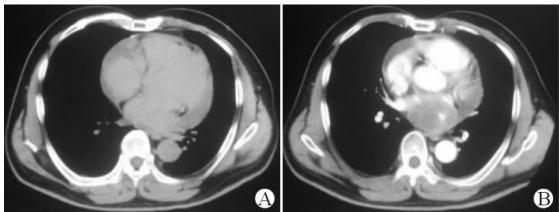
原发性心包血管肉瘤典型病例的 CT 影像表现
